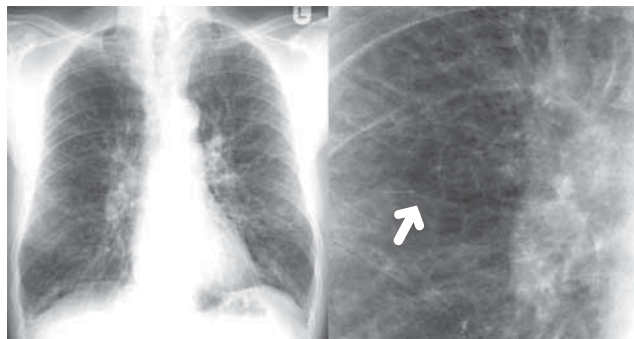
Radiographie du thorax et agrandissement partiel du champ moyen droit. On reconnaît une trame bronchovasculaire irrégulière en tant que signe d'un état cicatriciel après infections récidivantes. De plus, on reconnaît les signes typiques d'emphysème pulmonaire avec une hypertransparence pulmonaire, des coupes diaphragmatiques aplaties et des espaces intercostaux élargis avec horizontalisation des côtes.
